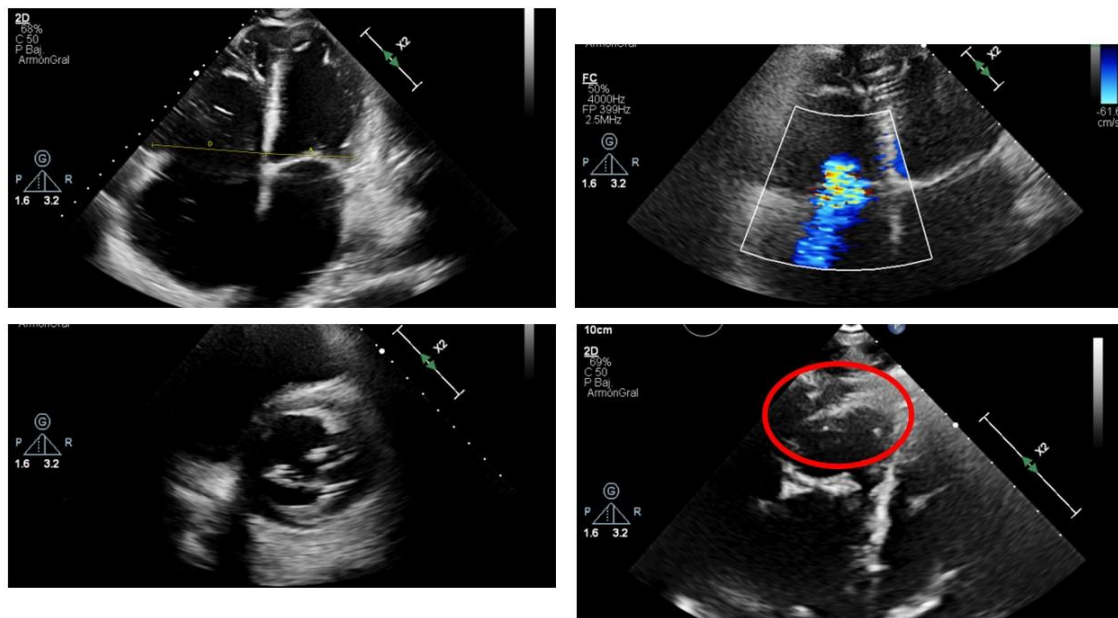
Ecocardiograma transtorácico. Signos de hipertensión pulmonar: Superior izquierda relación $VD > VI$ en apical cuatro cámaras. Superior derecha Doppler color que muestra insuficiencia tricuspídea. Inferior izquierda relación $VD > VI$ en paraesternal eje corto. En la imagen inferior derecha se observa el parche de reparación sobre el VD rodeado con un círculo rojo.
